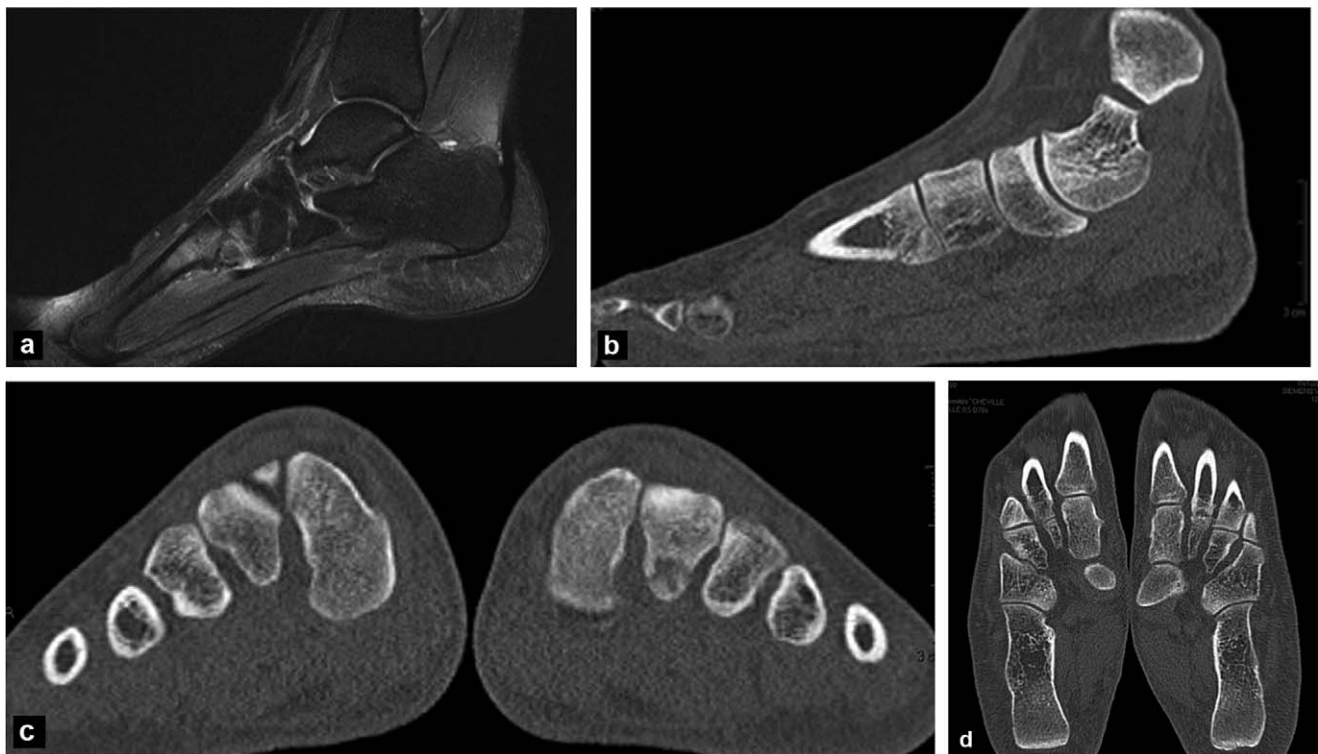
Fracture de fatigue de la base du deuxième métatarsien (trabéculaire) chez une femme de 28 ans. a : IRM, image sagittale en densité de protons avec saturation du signal de la graisse ; b : scanner, image sagittale en fenêtre osseuse ; c : scanner, image coronale en fenêtre osseuse ; d : scanner, image axiale en fenêtre osseuse. Les images montrent une solution de continuité au sein de l'os trabéculaire de la base du deuxième métatarsien gauche avec résorption des berges du foyer de fracture. L'IRM montre l'œdème osseux, le trait de fracture n'est pas facile à individualiser.
